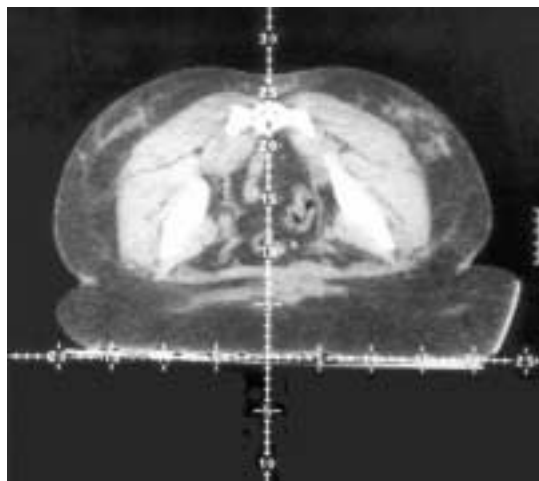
Компьютерная томограмма на уровне внутреннего зева матки больной раком эндометрия с ожирением IV степени в положении на животе – толщина «жирового фартука» 8 см. В связи с этим расстояние до первичного очага составляет около 15 см.
